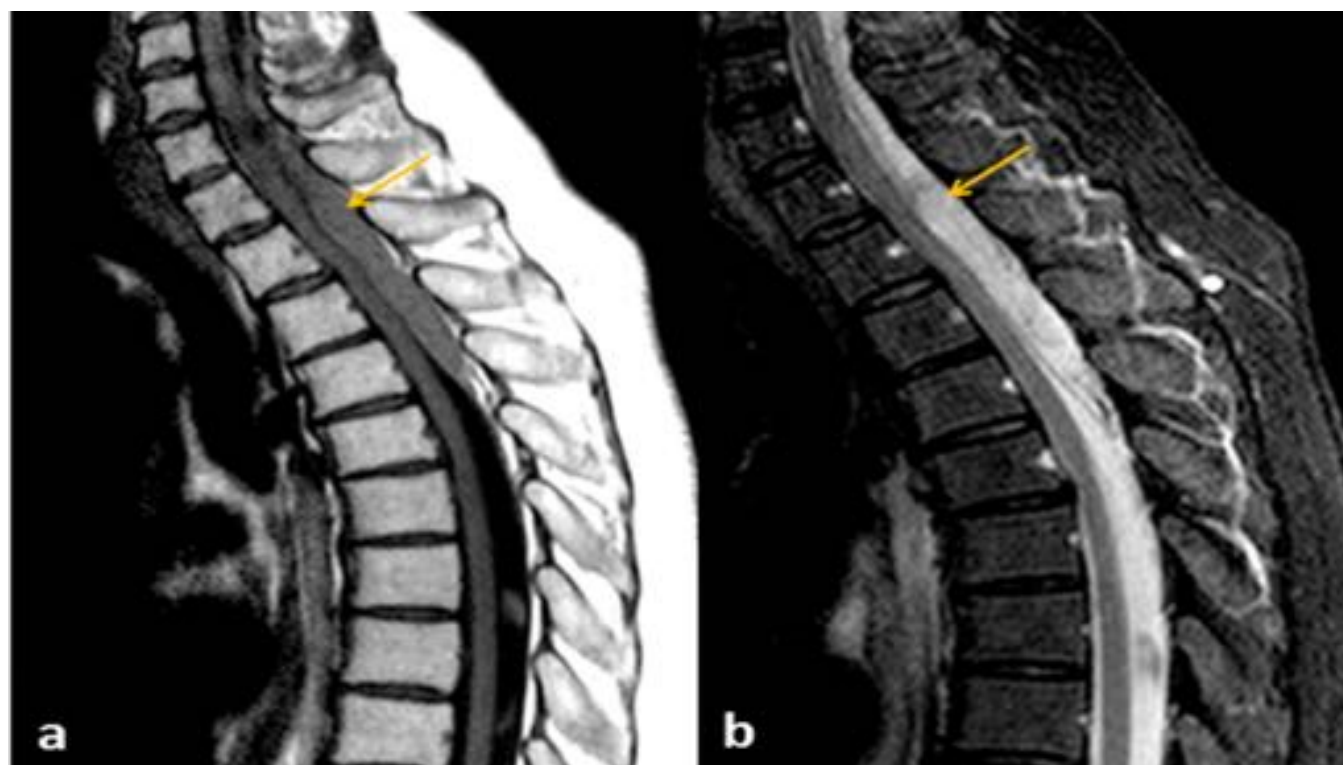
Error de búsqueda satisfactoria (SOS). Imágenes sagitales de RM en T1 (a) y STIR (b) de la columna vertebral torácica que muestran compresión medular cervico-torácica por un hematoma epidural (flecha). Conforme a la sospecha clínica se informó una hernia discal dorsal omitiendo el extenso hematoma epidural que posteriormente fue detectado en la doble lectura.
